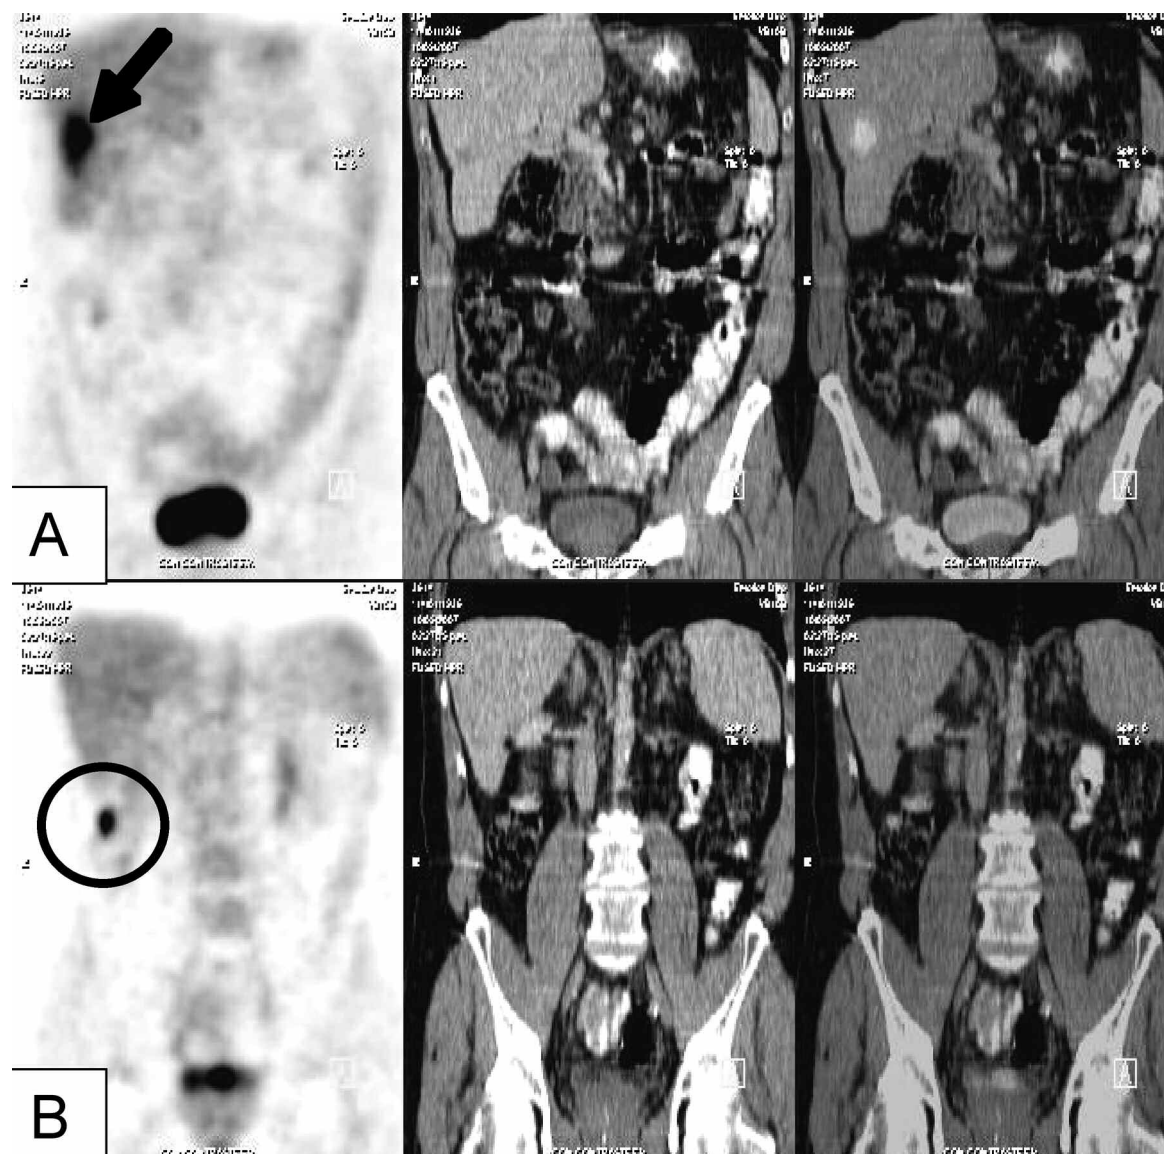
Corte coronal, PET-TC-fusión: varón de 71 años operado de CCR en 2004 y metástasis hepáticas en 2006. Realizó quimioterapia. Actualmente CEA y CA 19-9 negativos y nódulo hipodenso en TC de control. A) metástasis hepática hipermetabólica (flecha); B) implante peritoneal hipermetabólico (círculo).
